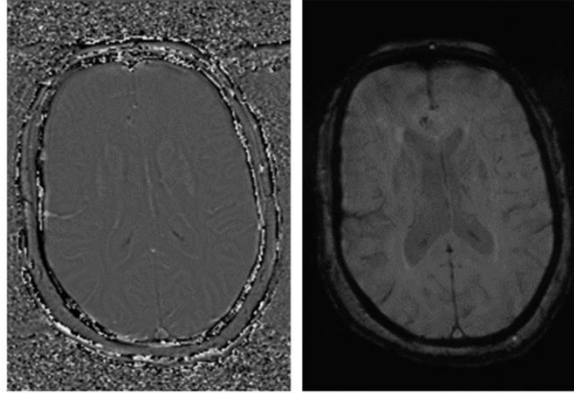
Ejemplo de 2D PC-MRI, Se observa la imagen de fase (izquierda) y la imagen de magnitud (derecha). Fuente: (Wymer et al., 2020)
